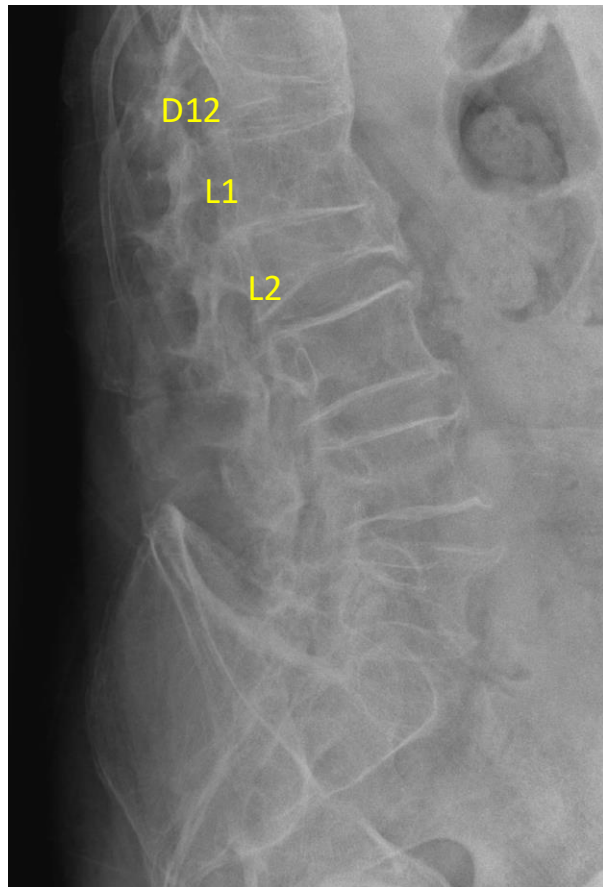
Radiografía de columna lumbar lateral previa al evento de espondilodiscitis. Fractura-aplastamiento del cuerpo vertebral D12 y L2.
